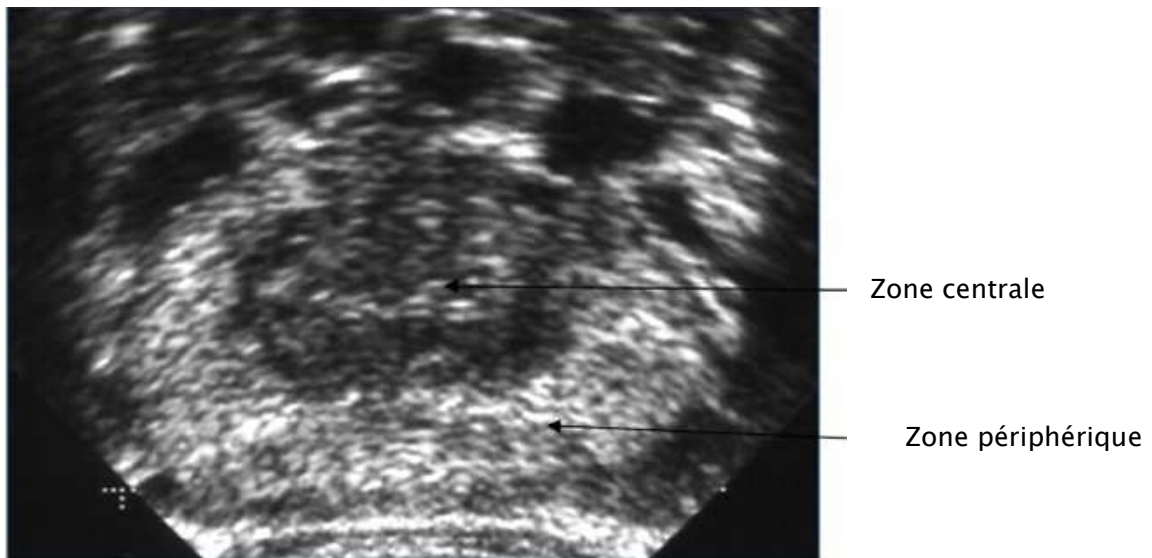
Aspect échographique de prostate normale
